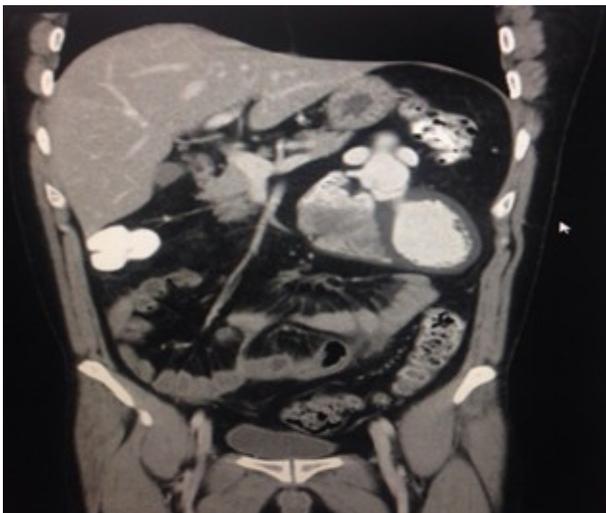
TAC contrastada de abdomen Corazón y vasos en abdomen superior.
